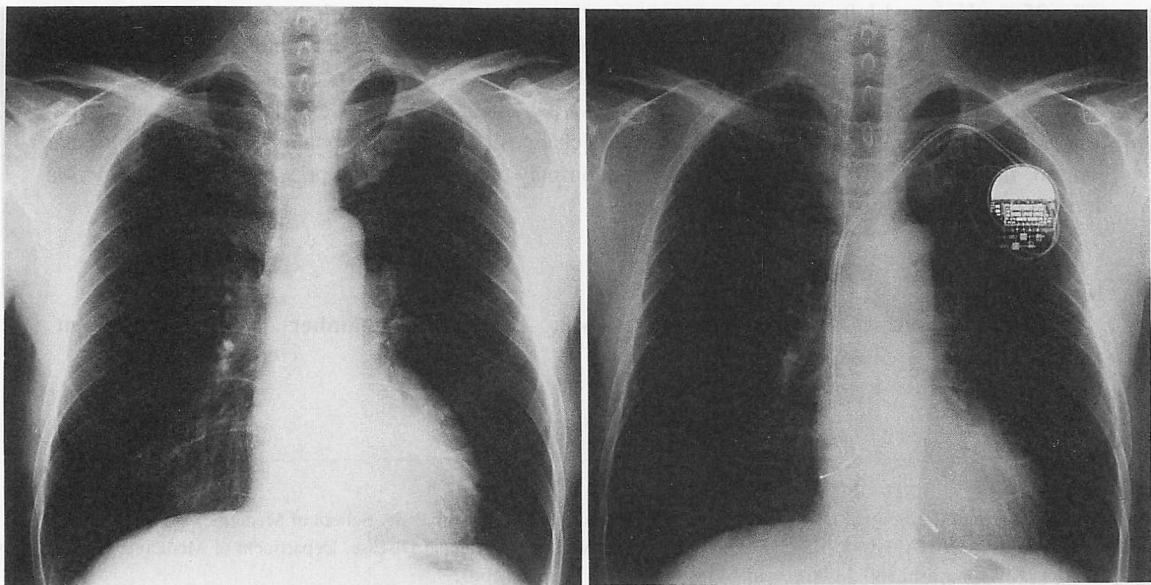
Chest radiographs before pacing (left) and 2 years after DDD pacemaker implantation (right)
